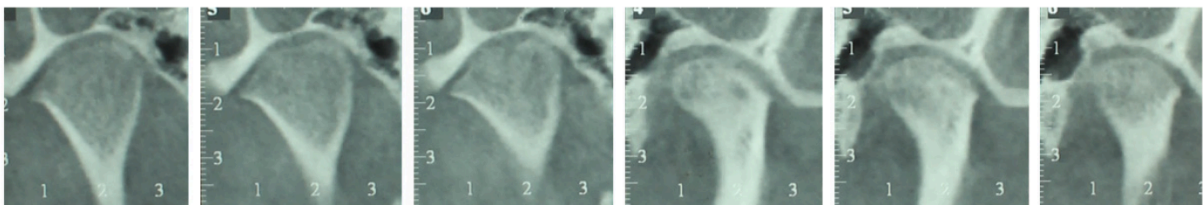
(21) : Imagerie par tomographie volumique à faisceau conique (CBCT) comparant différentes coupes en série d'une épaisseur de 1 mm du condyle de droite à gauche. Le condyle droit présente une croissance active et un volume plus important que son homologue controlatéral.
